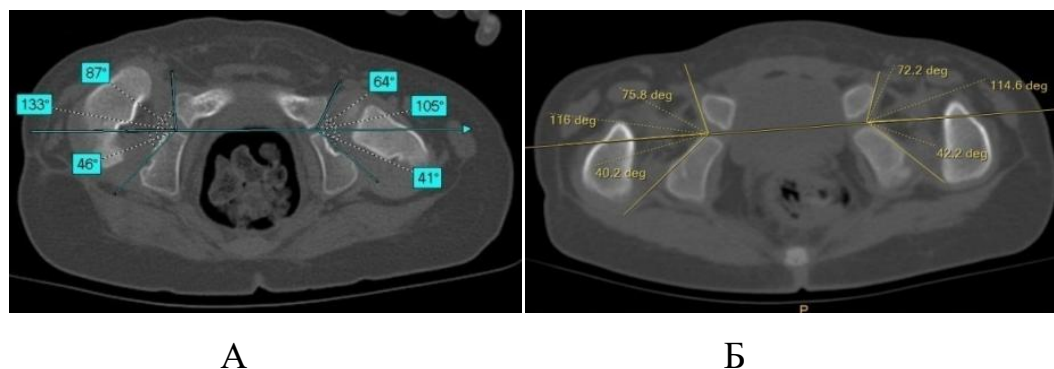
Результаты МСКТ ТБС, аксиальные срезы пациентов основной группы, расчет УПК, УЗК, СУ: А – пациента М., 2 лет 11 месяцев (и/б 17/0599), диагноз амиоплазия, правосторонний вывих бедра, отводящие контрактуры ТБС; Б – пациентки А., 2 лет 3 месяцев (и/б 17/0599), диагноз амиоплазия, двусторонний вывих бедра, приводящие контрактуры ТБС
